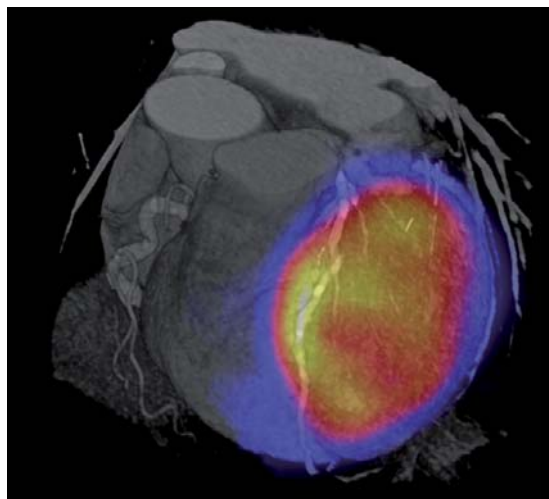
Kontrastmittelverstärkte Koronar-CT in Volume-Rending-Technik, fusionierte Darstellung nach Überlagerung mit einem SPECT-Datensatz einer myokardialen Perfusionsszintigraphie mit ^{99m}Tc -MIBI.
